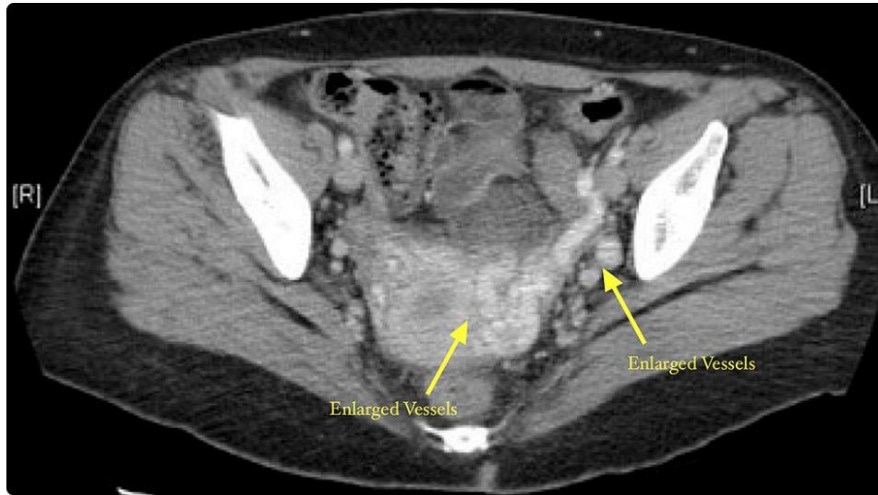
TDM du bassin montrant des structures veineuses dilatées entourant l'utérus et l'ovaire à gauche
